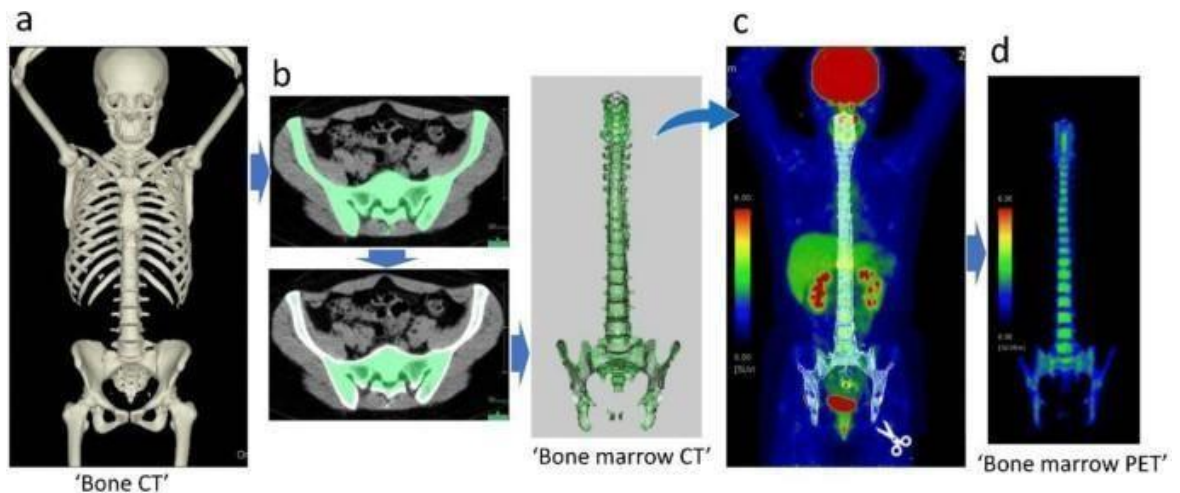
Дві основні процедури для отримання позитронно-емісійної томографії кісткового мозку [23]
